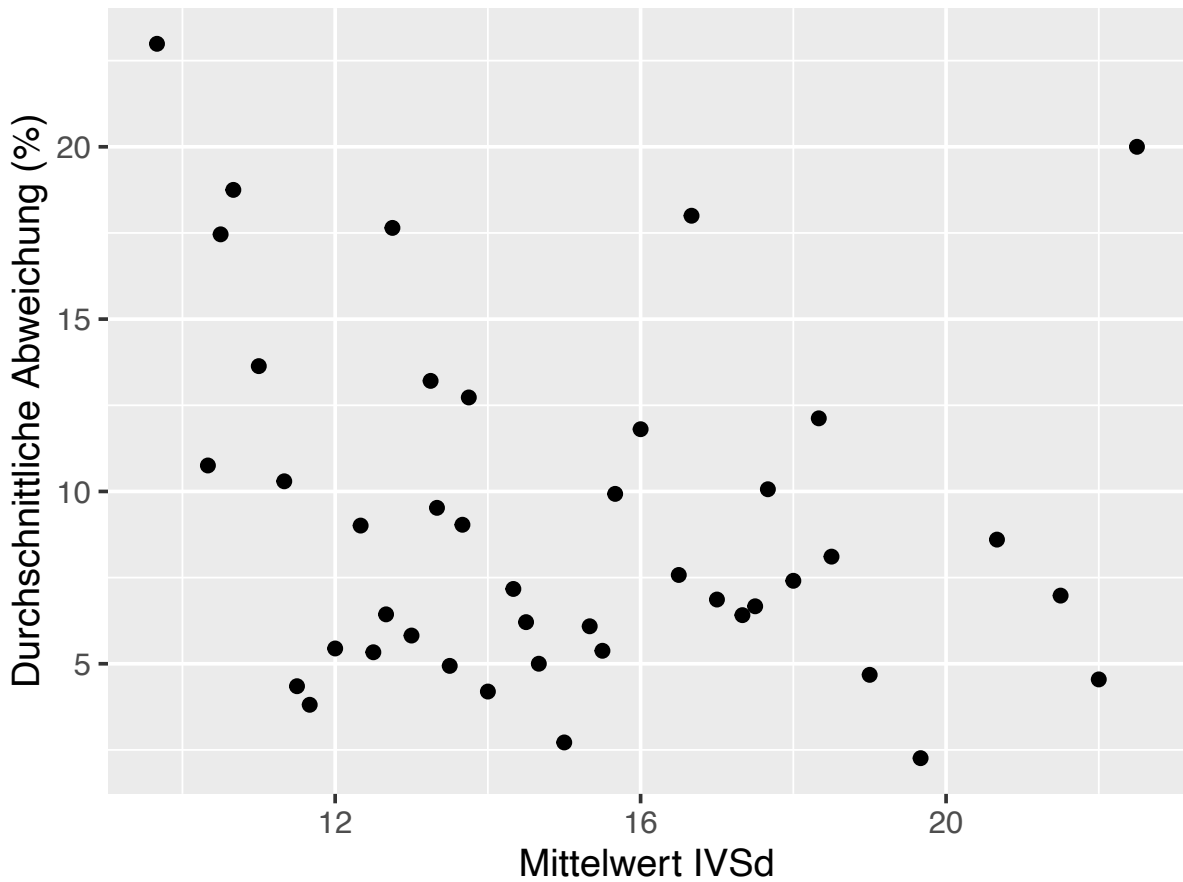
Relative Abweichung vom Mittelwert: Es wurde der Mittelwert aller im angegebenen Zeitraum stattgefundenen Echokardiographien bestimmt und anschließend die durchschnittliche Abweichung aller Messungen zu diesem Mittelwert. Zur besseren Veranschaulichung werden alle prozentualen Abweichungen vom Mittelwert für den jeweiligen Wert kumulativ betrachtet.
